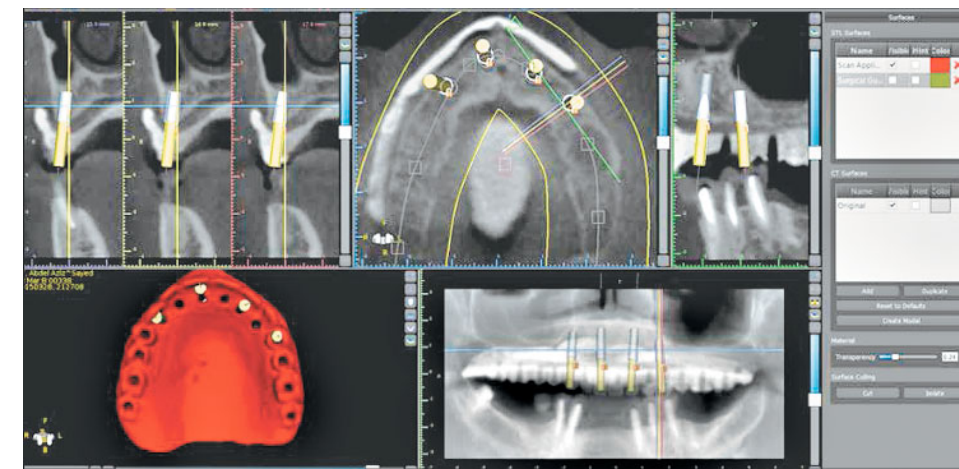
Виртуальная расстановка имплантатов в случае с полной адентией. Имплантаты расставляются с учетом желаемой позиции зуба с использованием рентгеноконтрастного шаблона с метками
